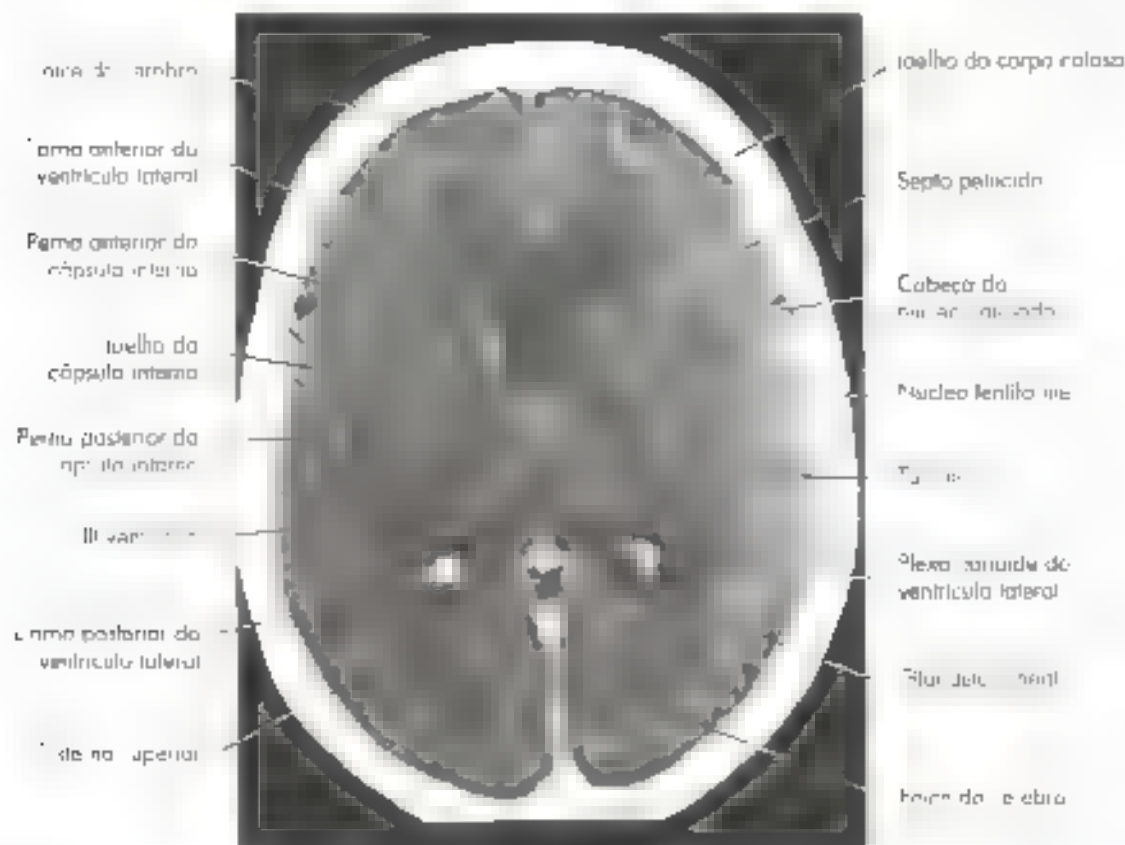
Tomografia computadorizada. Corte horizontal passando pelo nível da base (Cortesia do Dr. José Antônio Rodrigues)
